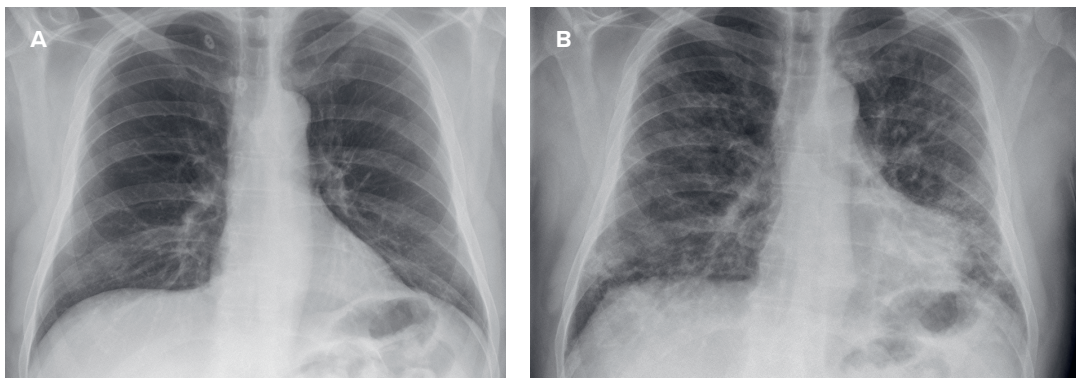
Radiografía posteroanterior de tórax: A) Sin hallazgos significativos (realizada en 2012). B) Patrón de enfermedad pulmonar intersticial difusa (EPID) reticulonodular bilateral y pérdida de volumen (realizada en 2019).
